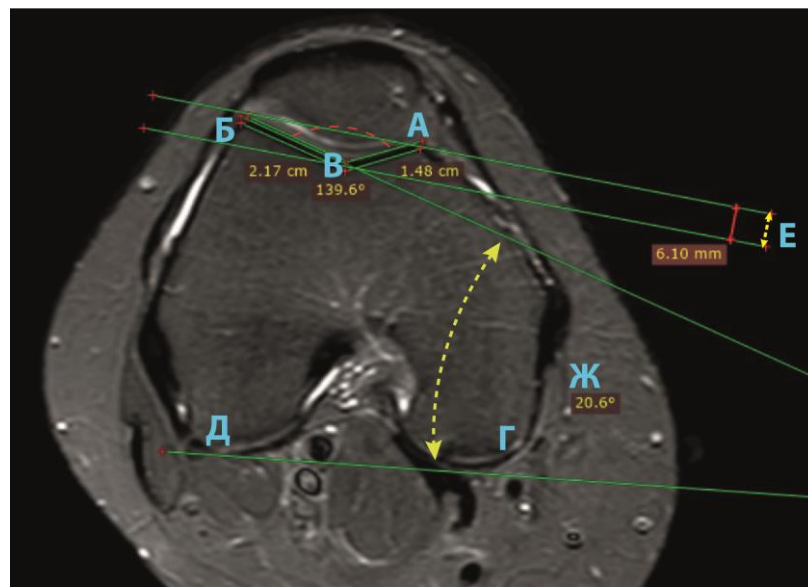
МРТ-грамма показателей дисплазии блока бедренной кости:
